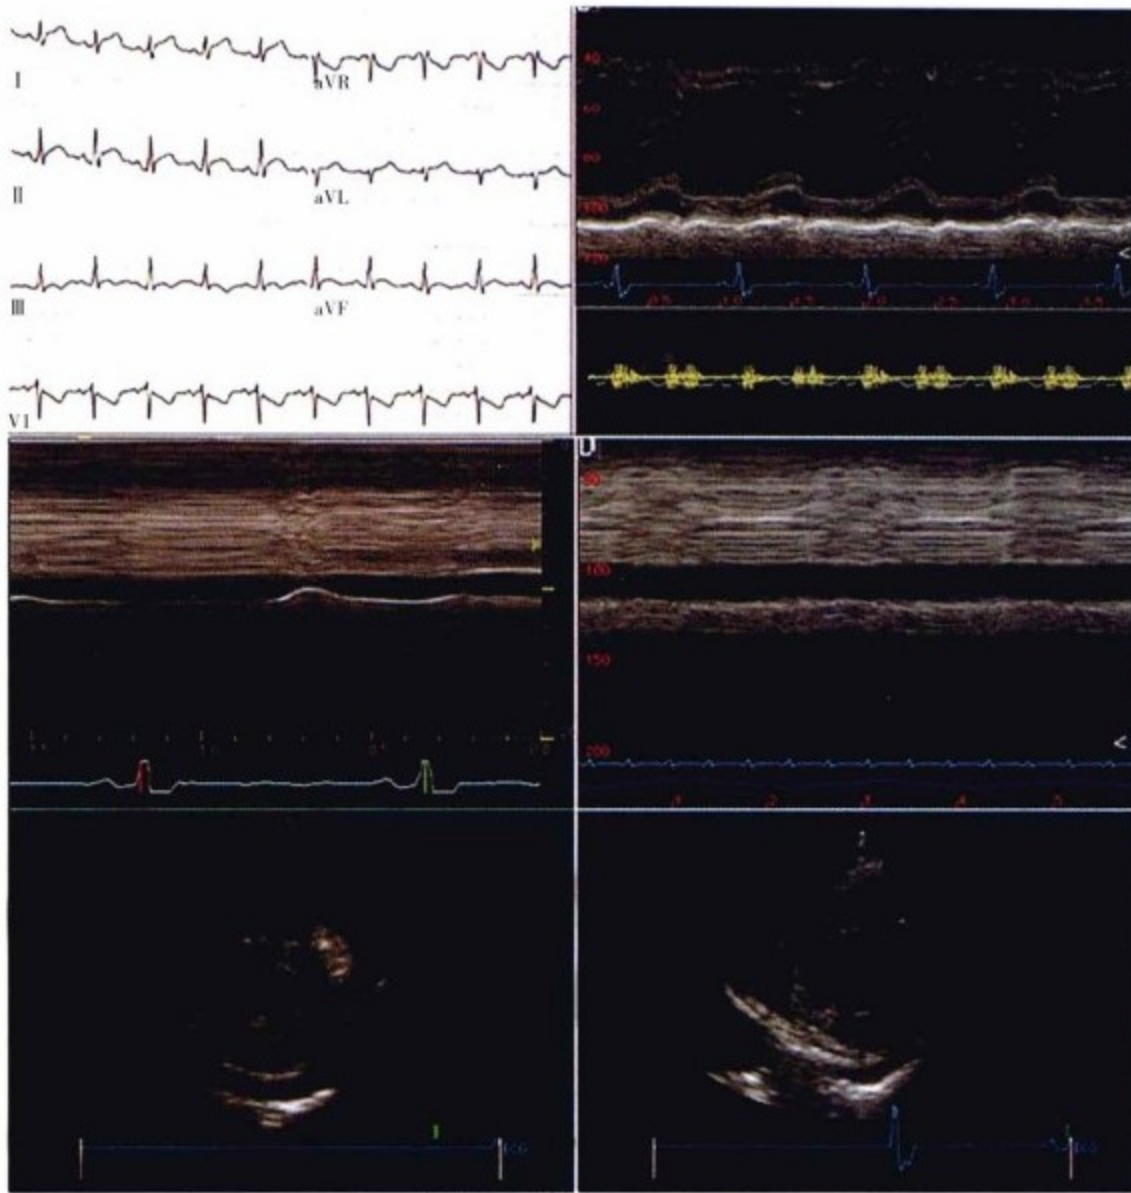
左侧图为心包炎急性期,右侧图为心包炎缩窄阶段。患者为30岁,女性,患有硬皮病。临床体征及心电图均符合心包炎的特点,包括:心包三期摩擦音,广泛的ST段抬高以及aVR导联的PR段抬高(左上图)。患者颈静脉无怒张,静脉压力图形正常,下腔静脉仅有轻度扩张(左中图),在用口或鼻吸气时下腔静脉呈塌陷状态。超声心动图(左下图)示患者存在明显心包摩擦音时只有少量心包积液。2个月后,患者出现全身水肿及肝功能衰竭。其颈静脉波形出现明显的y波并伴有明显的心包叩击音。右上图为M型超声探测显示舒张早期心腔间隔凹陷,心音图显示有心包叩击音。右中图为对下腔静脉进行M型超声检查,显示下腔静脉明显扩张且不随呼吸运动发生改变,这符合中心静脉压明显增高后的改变。右下图示当病程进展到心包缩窄阶段时,几乎完全没有心包积液。3周后,患者临床表现完全恢复正常且未再复发。
